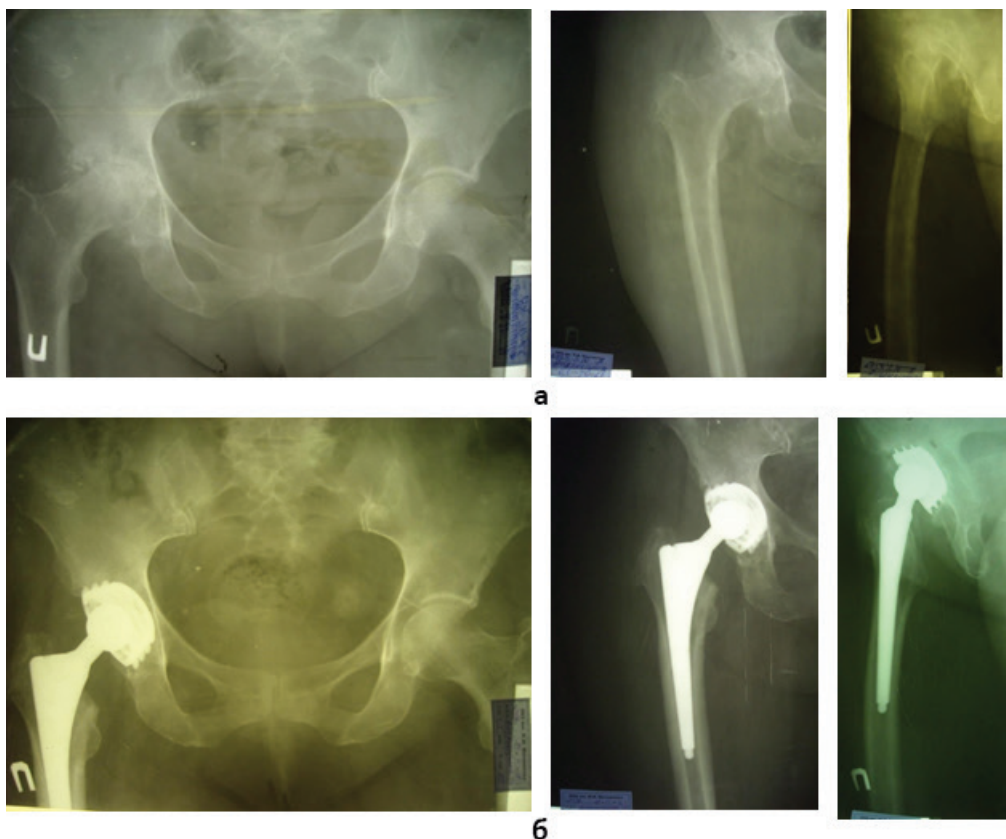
Рентгенограми хворої К., 60 років, з багатофрагментарним переломом проксимального відділу правої стегнової кістки на тлі системного псоріатичного ураження після невдалого накісткового остеосинтезу: а – до операції ендопротезування; б – результат реконструктивного тотального зворотнього гібридного ендопротезування правого кульшового суглоба
